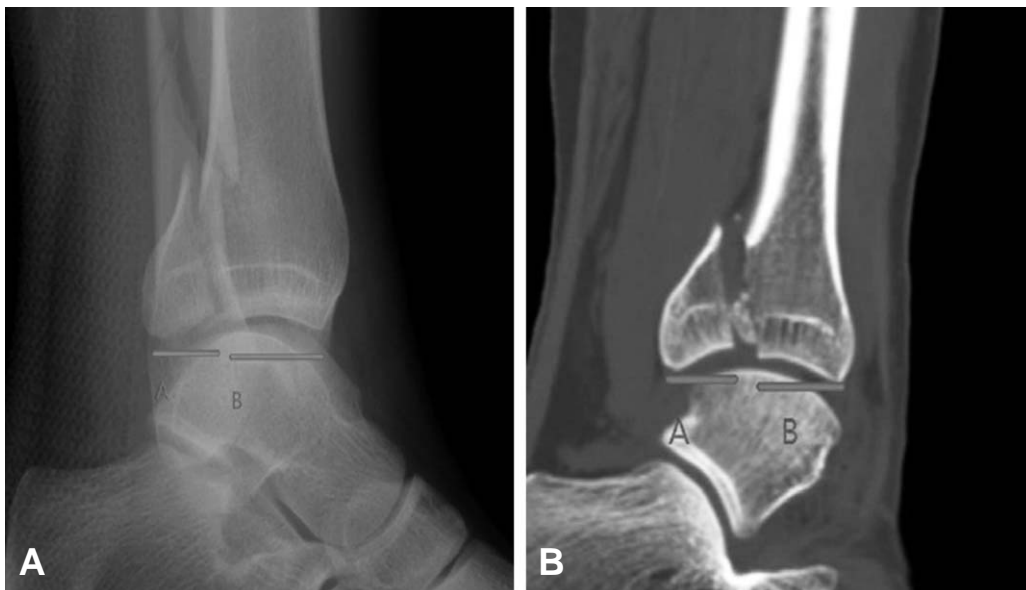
A 35 years old suffered from ankle anterolateral dislocation after traffic accident. (A) On simple x-ray lateral view: calculate articular involvement of posterior malleolus: $A/A+B \times 100\%$ (B) On computed tomography sagittal view: calculate articular involvement of posterior malleolus: $A/A+BX100\%$
